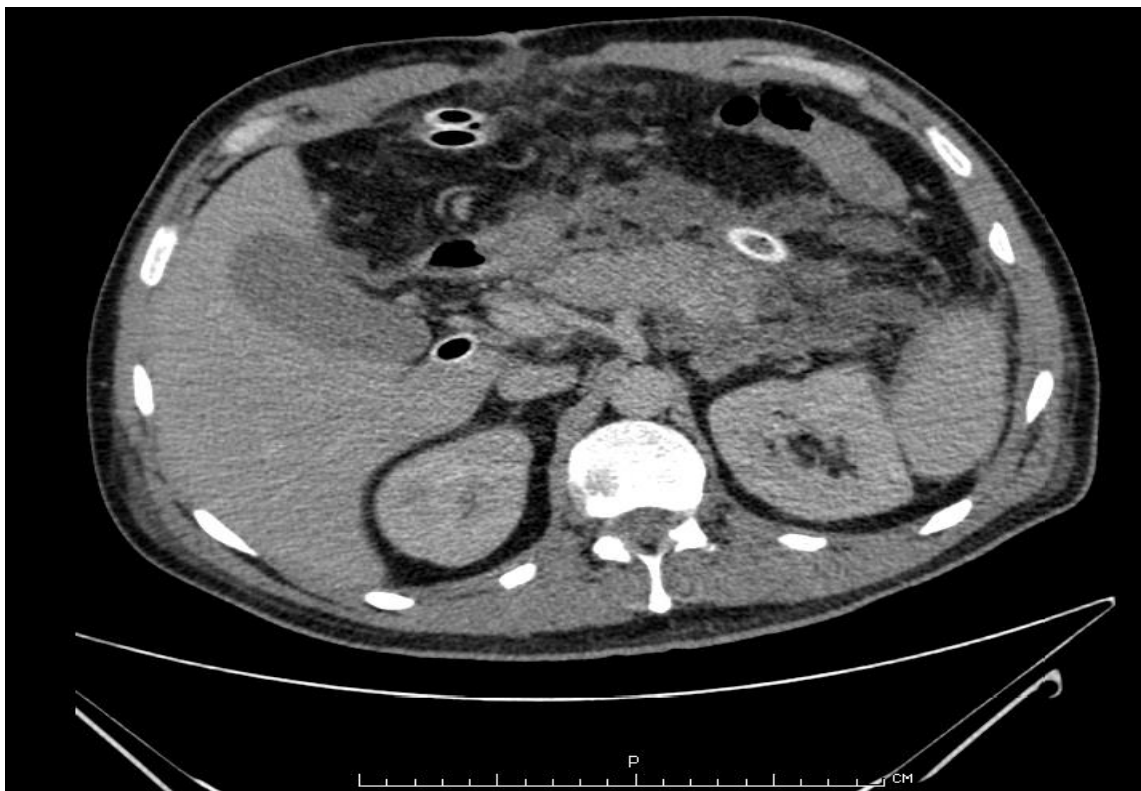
Компьютерная томограмма больного Б., 65 лет, и/б 22998. 5-е сутки после лапаротомии. Сквозной дренаж сальниковой сумки.
